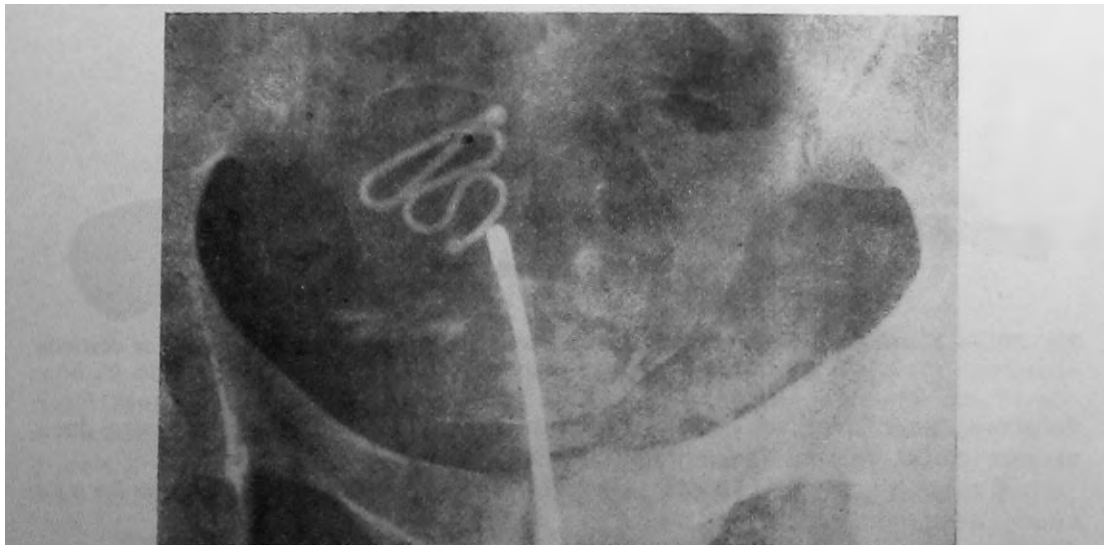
Sinechii uterine. Imaginea radiografică a steriletului Lipps-Loop introdus în cavitatea uterină după desfacerea chirurgicală a aderențelor.
